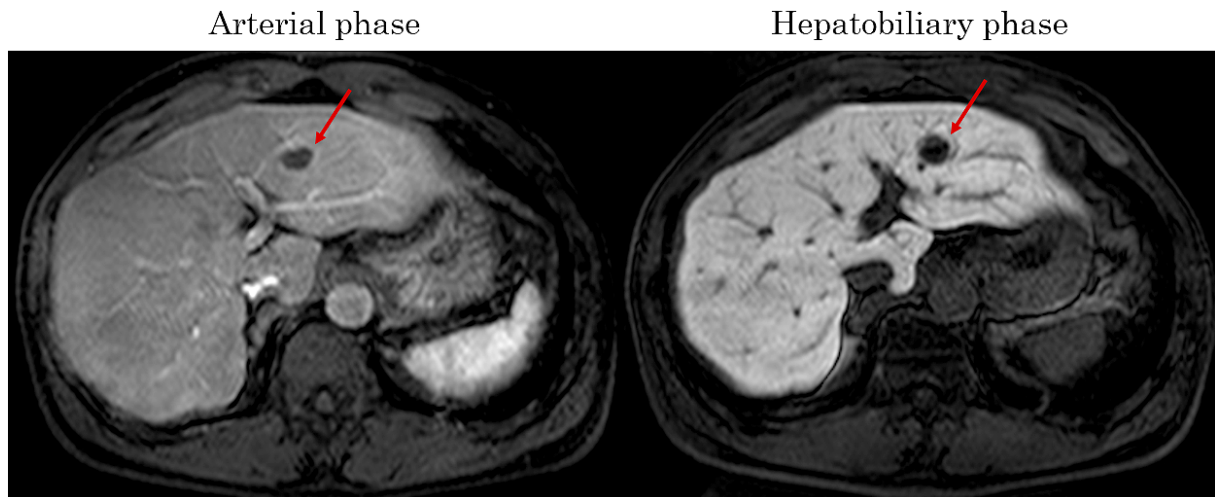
EOB (ethoxybenzyl)-MRI. A nodule was observed in the left lateral segment of the liver (arrow). The nodule shows no marked enhancement on the arterial phase and hepatobiliary phase (dynamic MRI).
